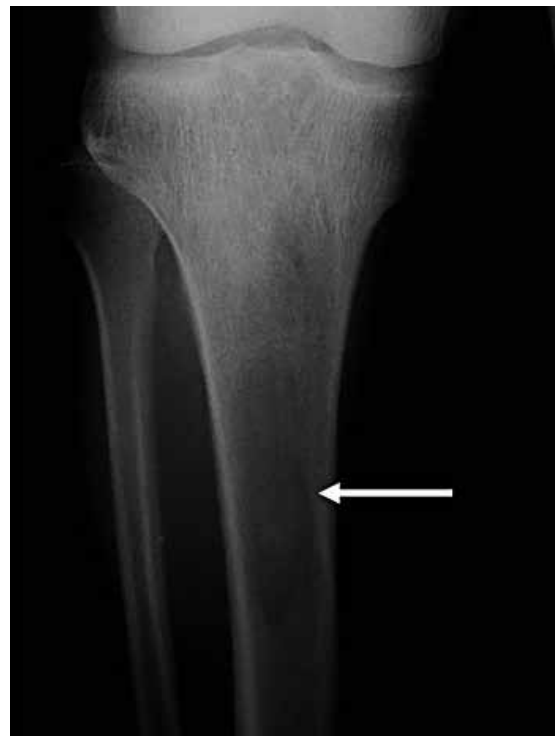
Radiografía frente tercio proximal de la tibia. Nótese la imagen radiolúcida en forma de "V" en el extremo distal (flecha).
